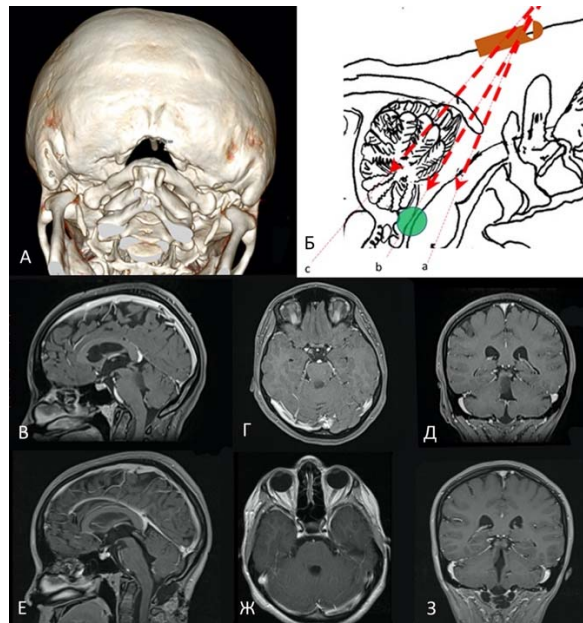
Пациентка Б-ая, 18 лет, резекция затылочной кости 3,5 мм, пилоидная астроцитома верхнего этажа четвертого желудочка. А – 3D реконструкция послеоперационной КТ головного мозга; В, Г, Д – предоперационные МРТ снимки; Е, Ж, З – послеоперационные МРТ снимки
